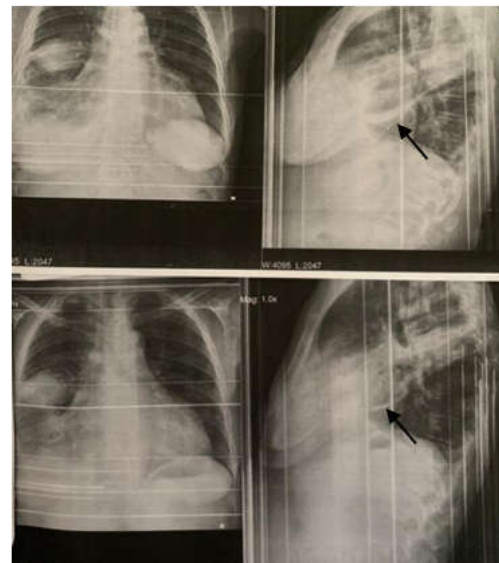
Radiografias PA e Perfil antes e após o tratamento. Fonte: Prontuário médico. Dados autorizados por meio de termo de consentimento e livre esclarecimento.
